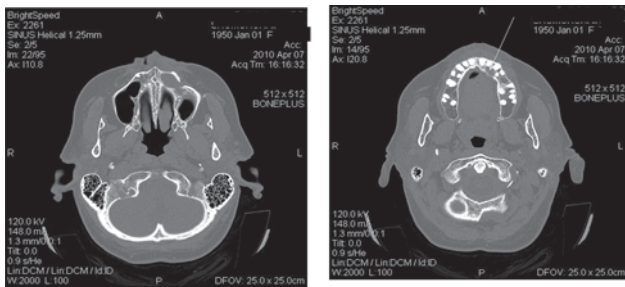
КТ околоносовых пазух больной Н.
